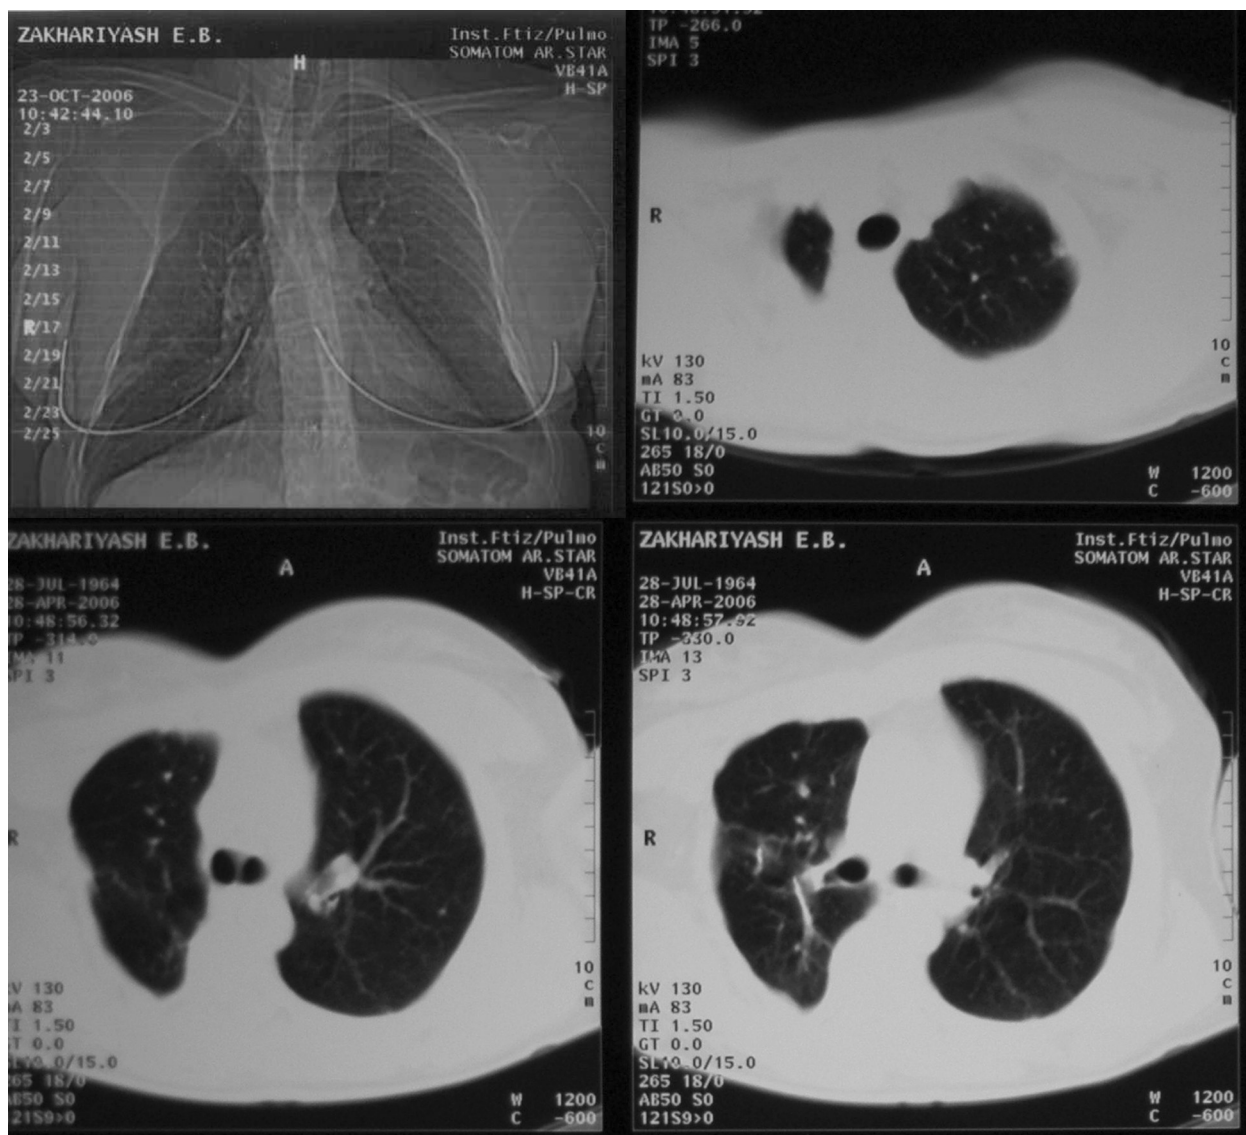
Комп'ютерна томограма хворої З. (№ іст. 2138) через 12 міс. після III етапу оперативного лікування
